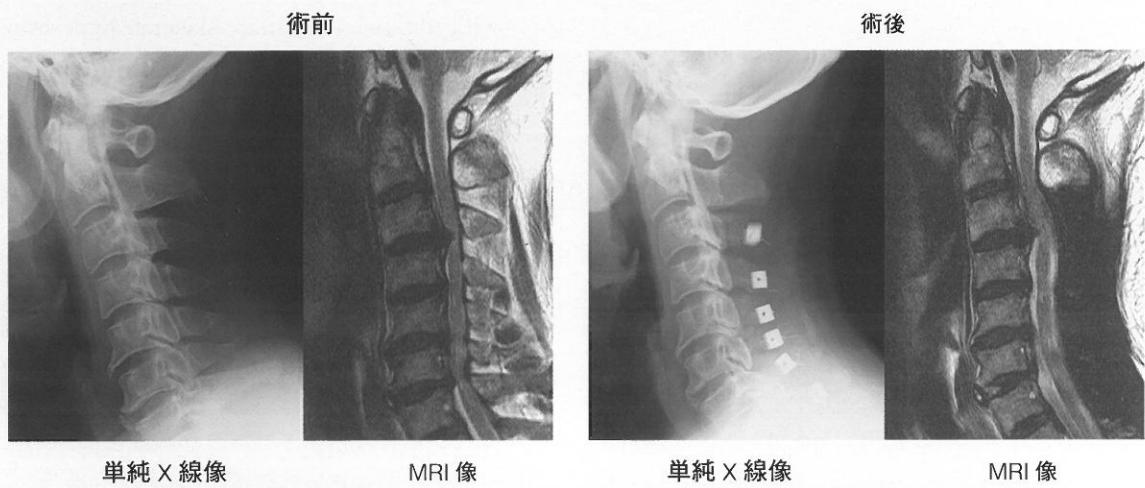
頸椎 OPLL における単純X線およびMRI像
